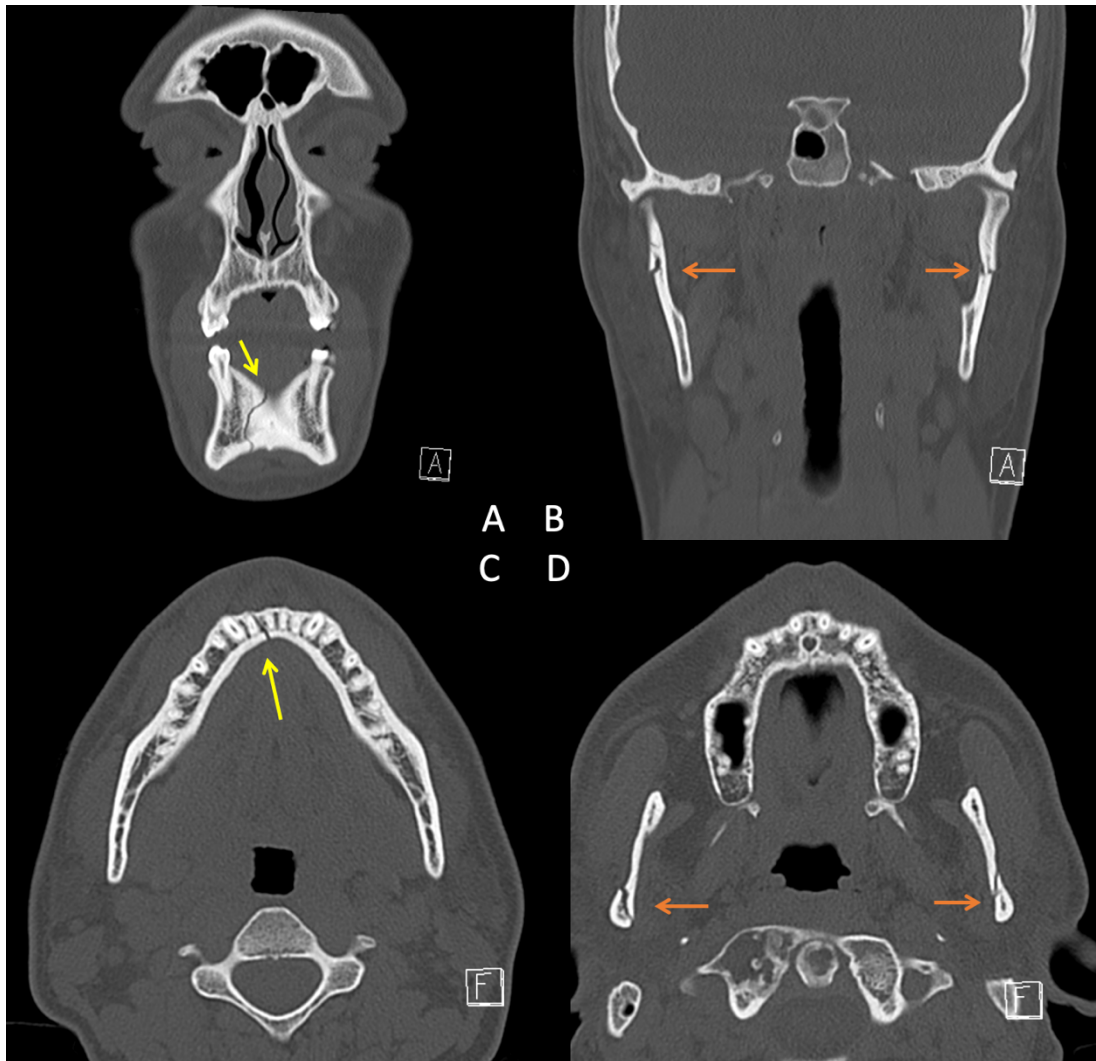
Darstellung einer Unterkieferfraktur paramedian rechts (gelber Pfeil) mit beidseitiger Gelenkfortsatzfraktur (orangener Pfeil) im CT.
